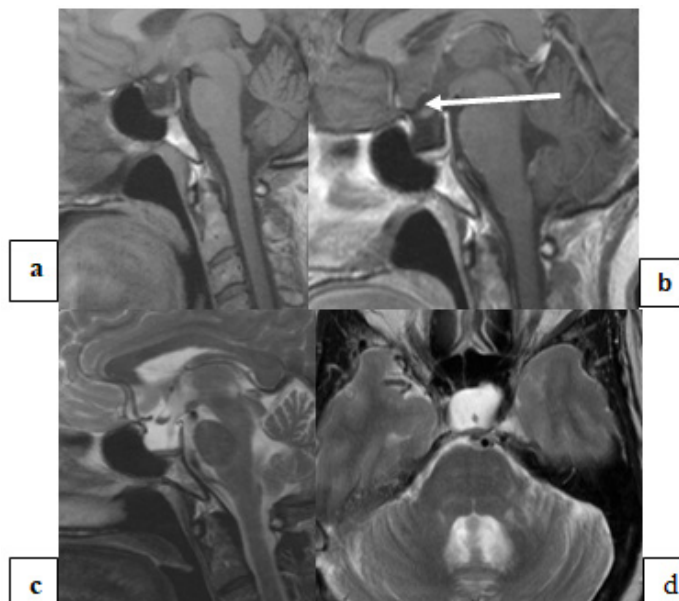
Patiente de 28 ans adressée pour paralysie faciale. IRM cérébrale, coupe sagittale T1 sans contraste (a) et avec contraste (b) ; sagittale et axiale T2 montrant une selle turcique vide avec parenchyme hypophysaire plaqué au fond de la selle turcique (flèche blanche).
